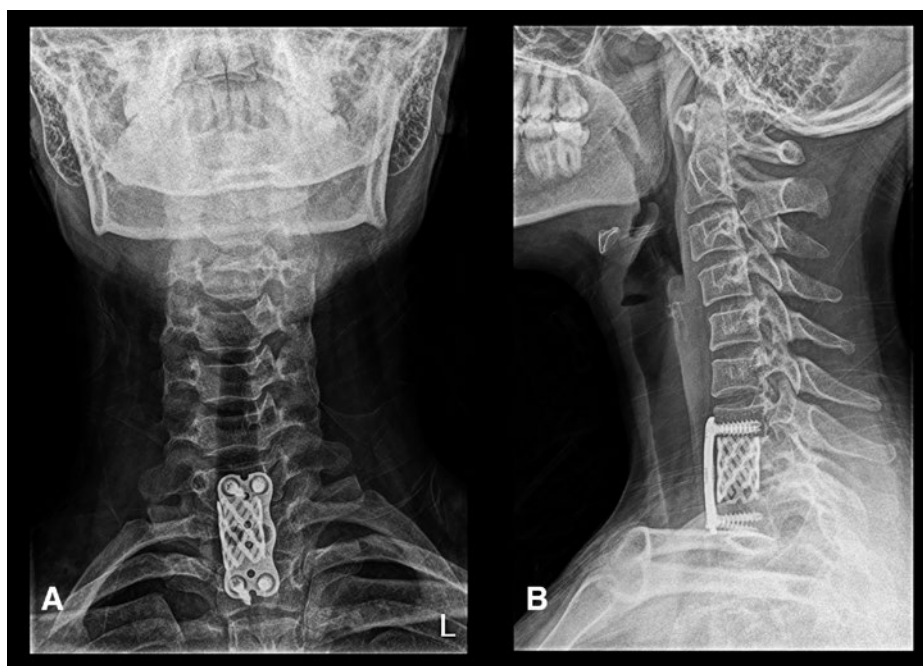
Radiographies du rachis cervical et thoracique en incidence antéro-postérieure (A) et latérale (B) après l'intervention chirurgicale. Spondylodèse ventrale (de la vertèbre cervicale 7 à la vertèbre thoracique 2) avec implantation de cage et ostéosynthèse par plaques.
